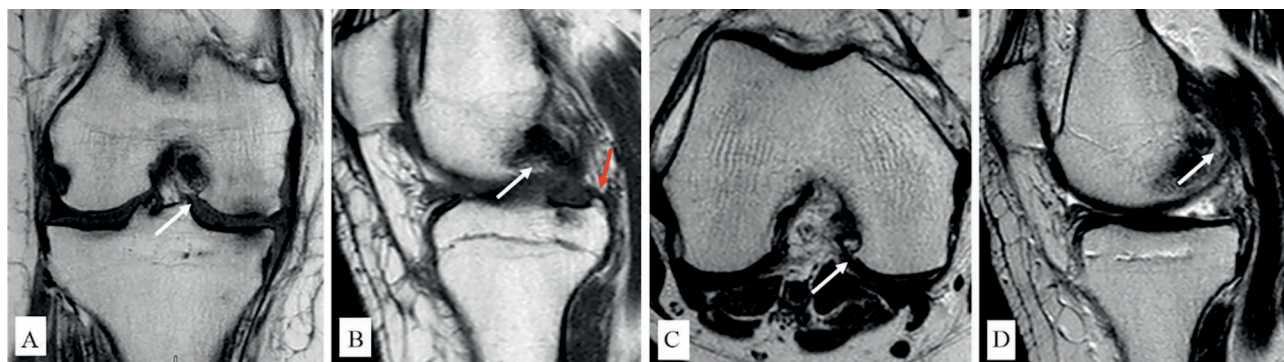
МРТ-сканы коленных суставов пациентов из группы А в режиме T1:
